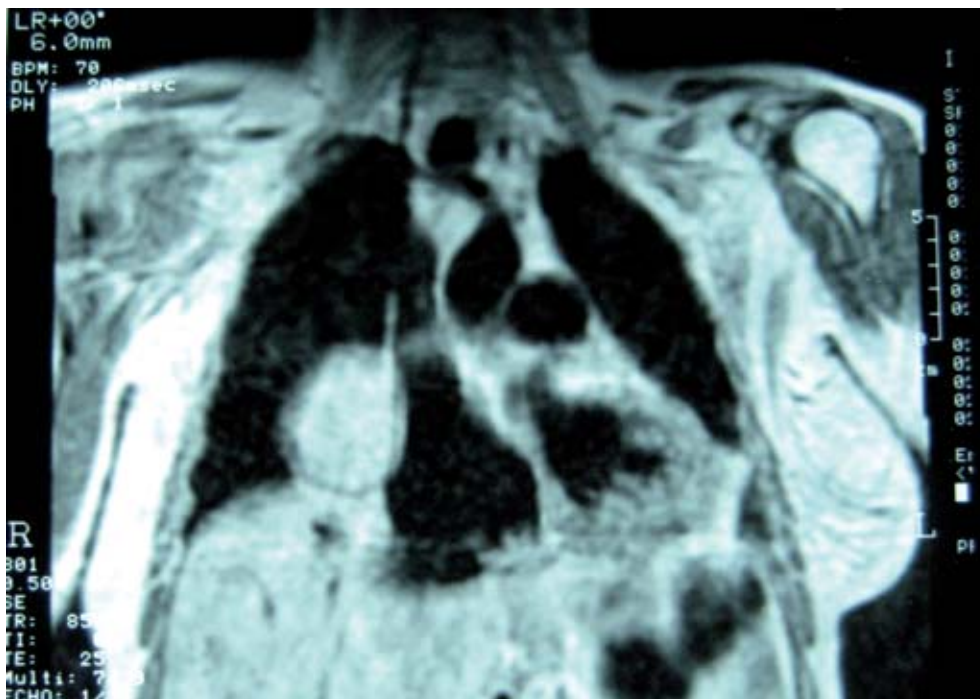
Resonancia nuclear magnética que demuestra las relaciones del quiste con la aurícula derecha.
